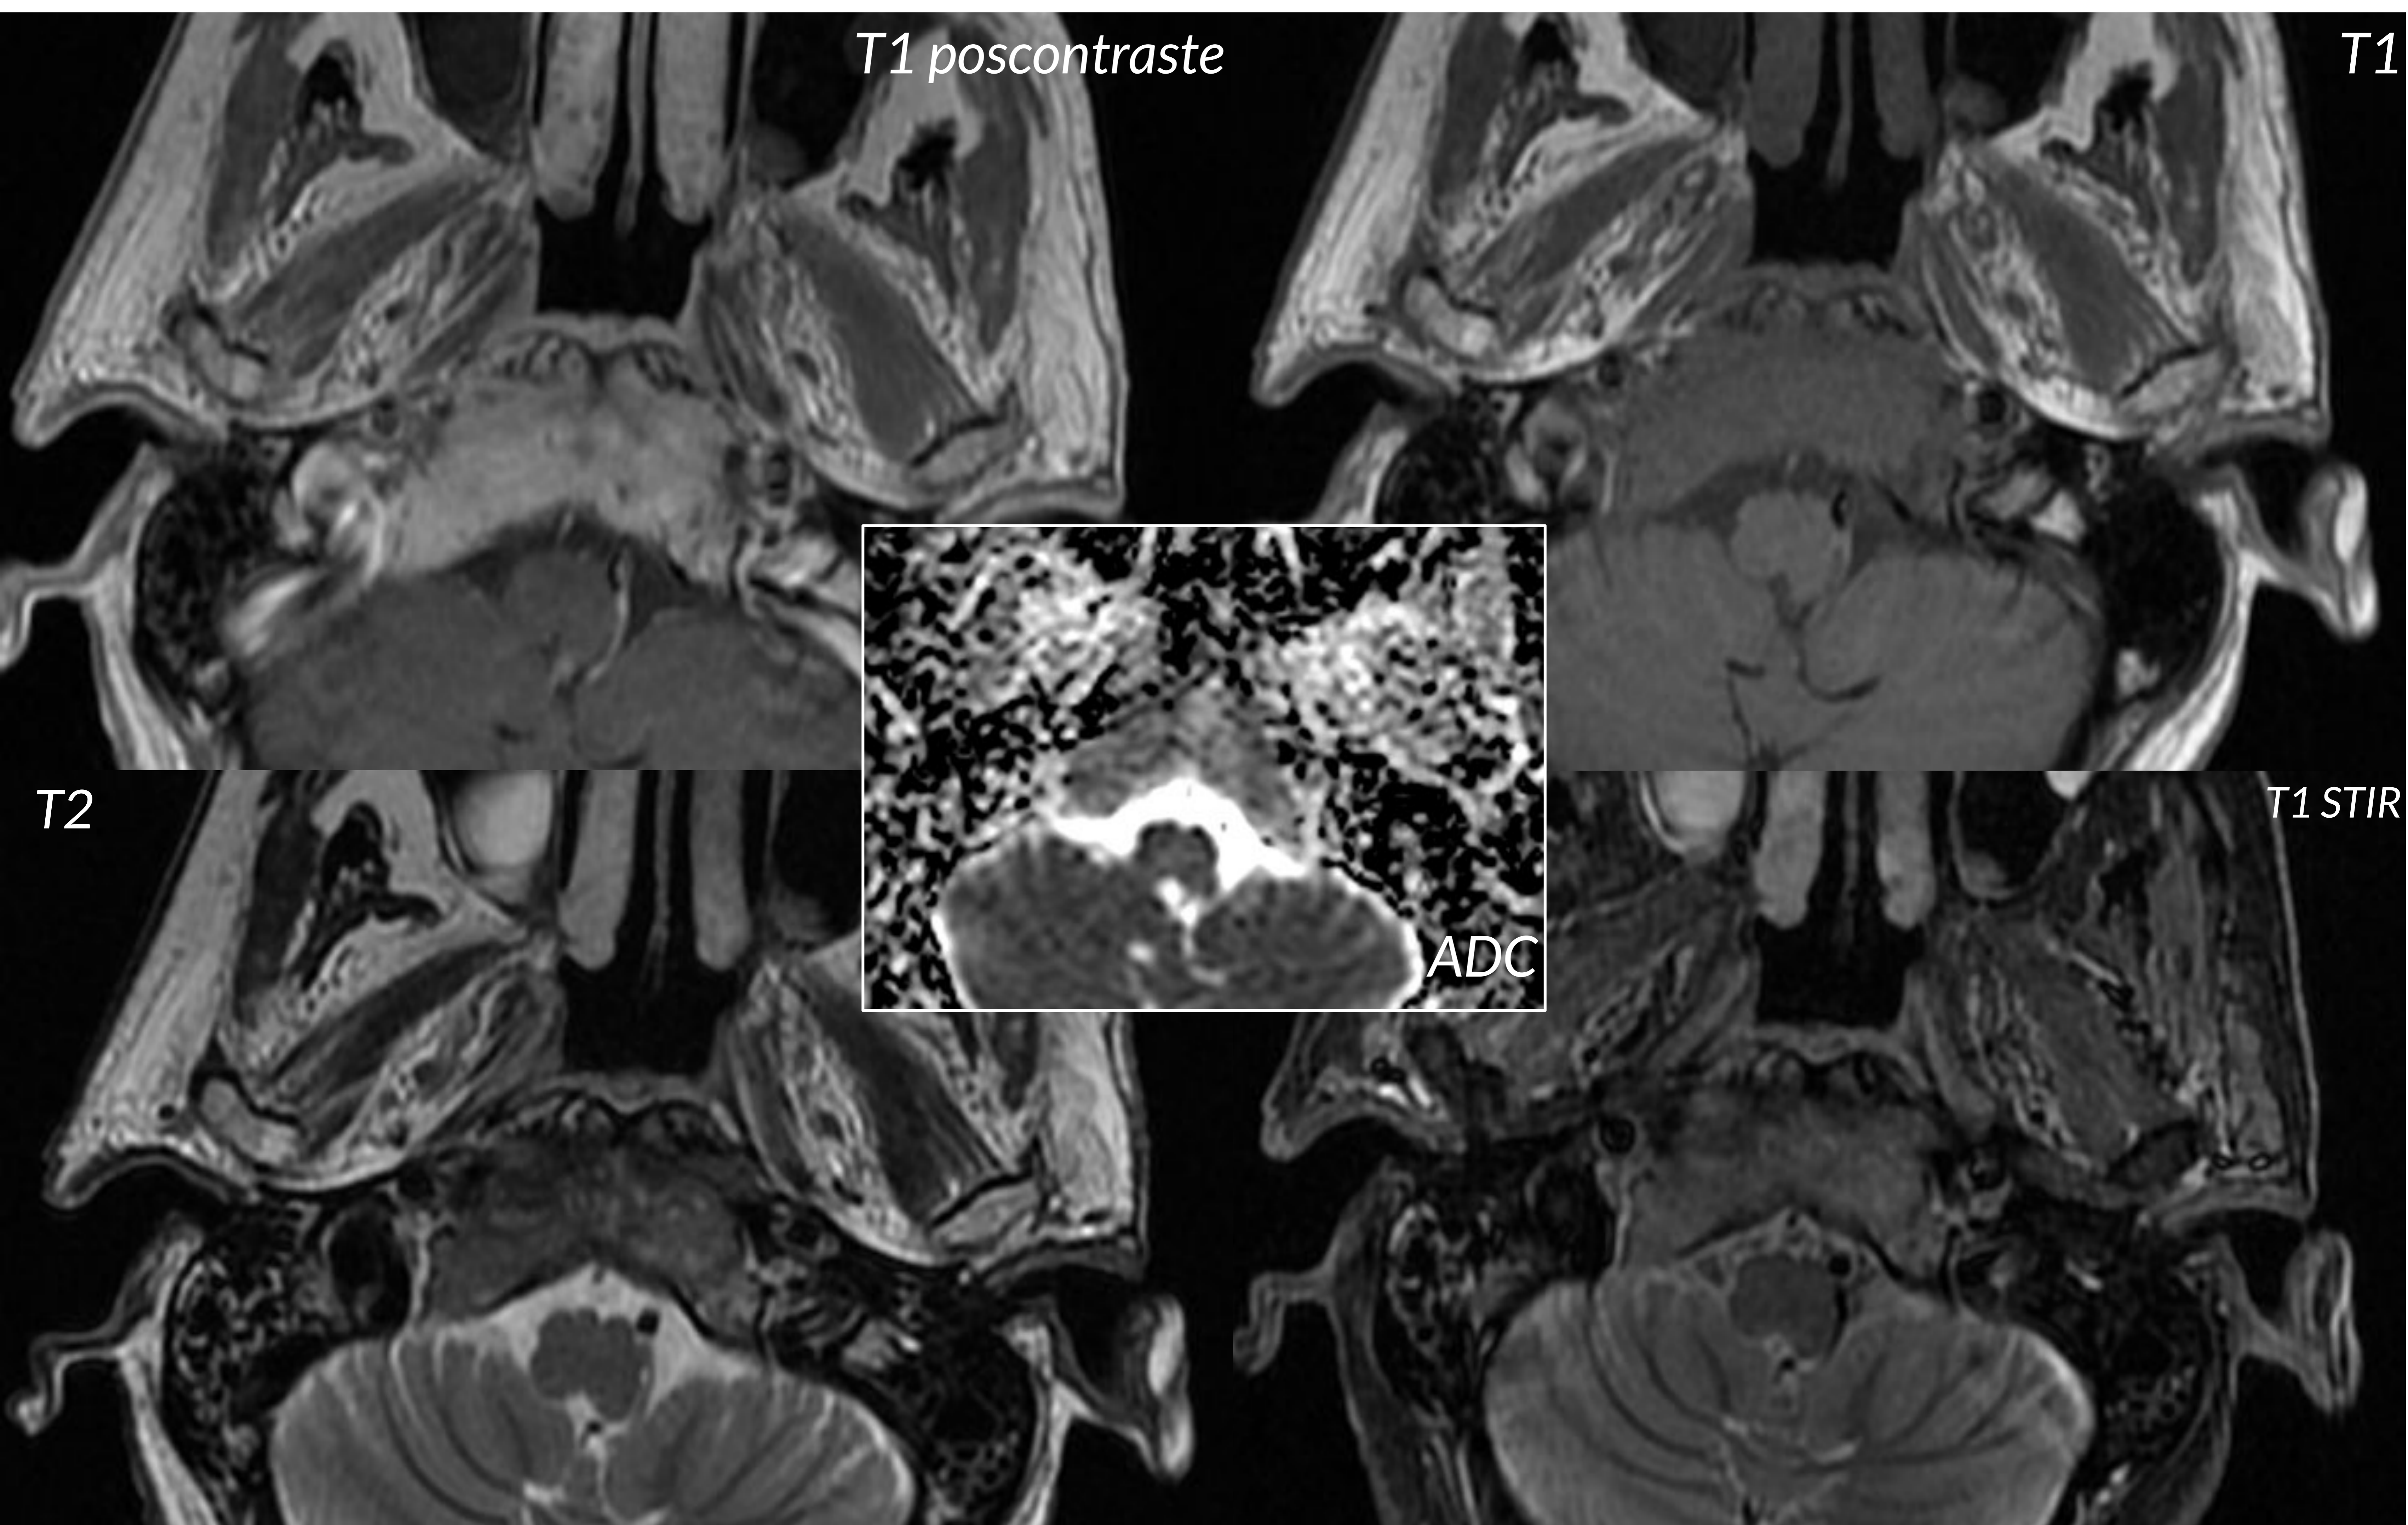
RM de cara (senos). Cortes axiales.
